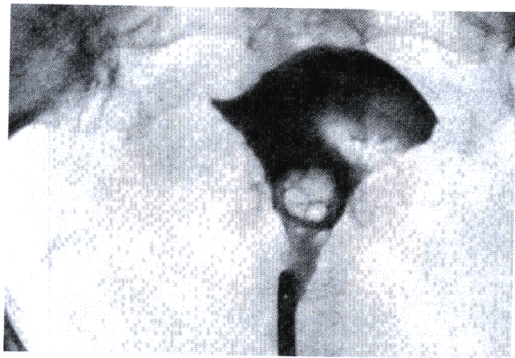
子宫X线片显示因为两个充盈缺损导致子宫内膜腔变形。
